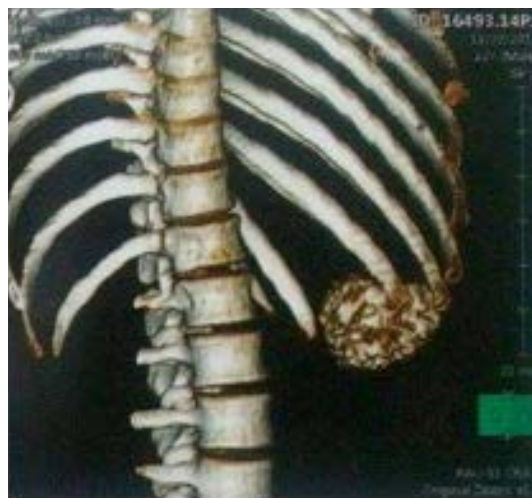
Cortes suplementarios de TAC que demuestran la presencia de una lesión lobulada a nivel de 10° costilla
